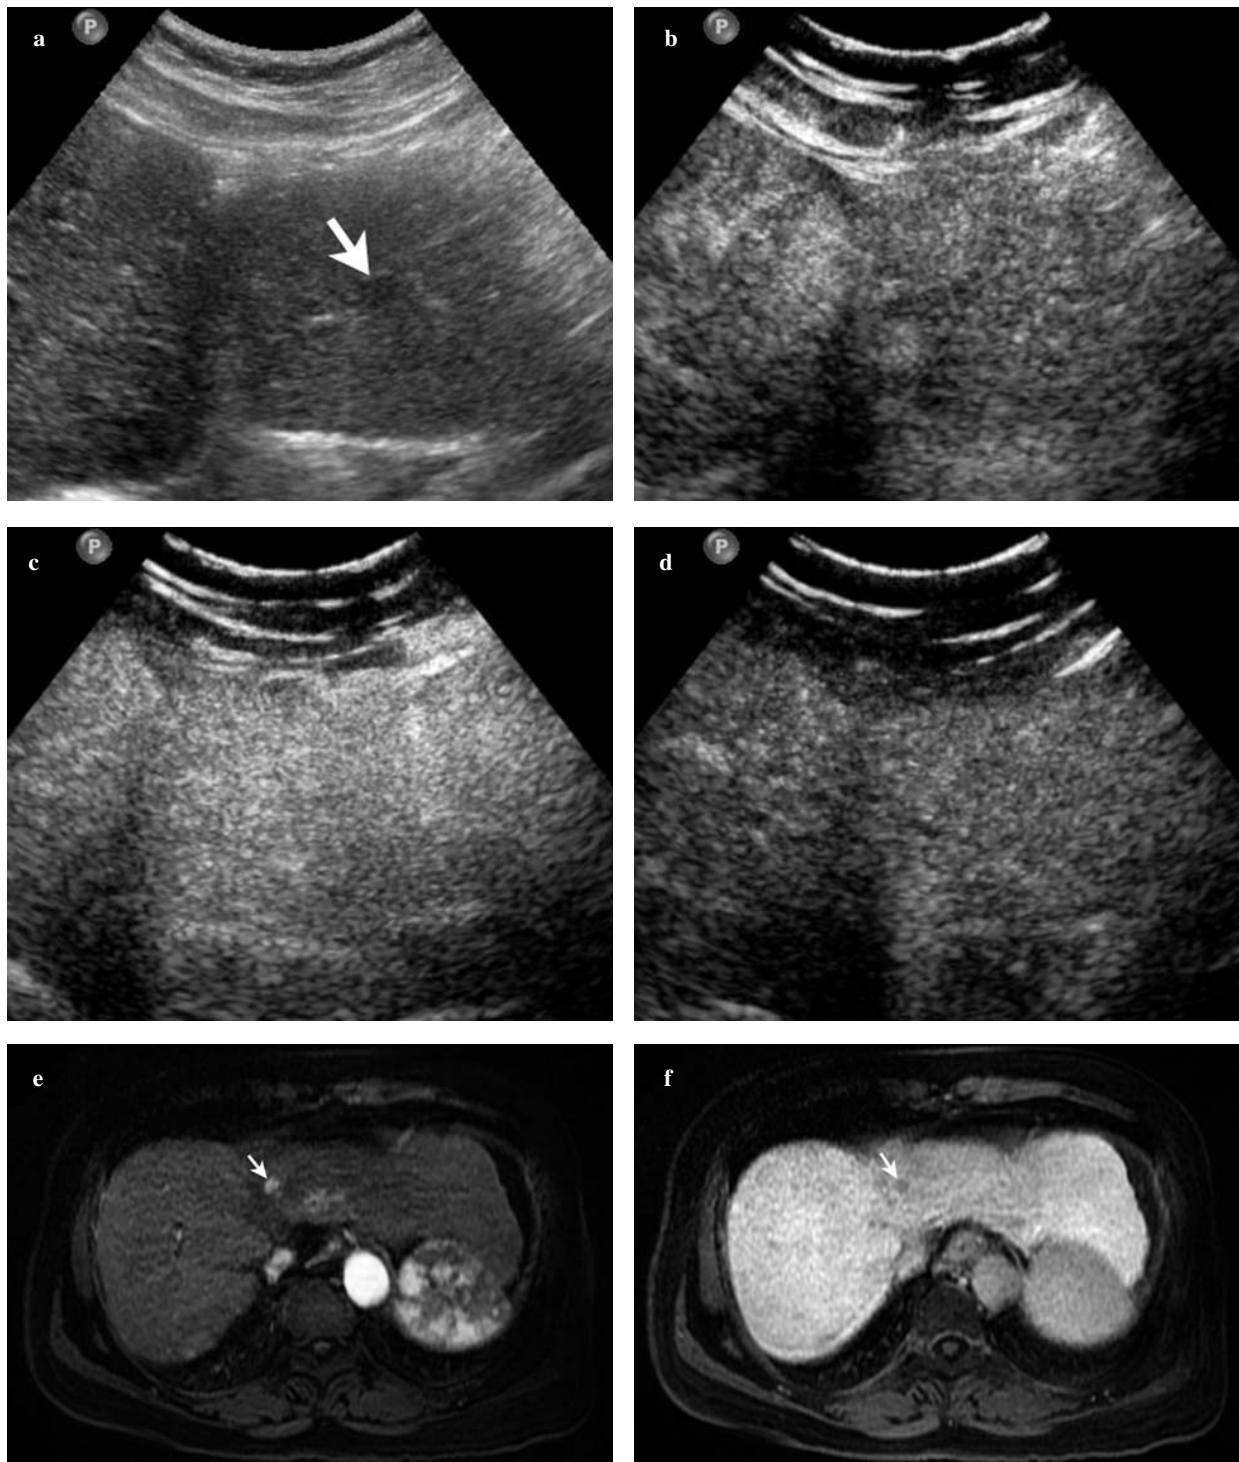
Hepatocellular carcinoma (HCC) in a 65-year-old woman. a Baseline US reveals a moderately hypoechoic 0.8-cm lesion located in segment IV (arrow). b-d At CEUS, the lesion is isoechoic with respect to the surrounding liver parenchyma throughout the vascular study. e,f At contrast-enhanced MRI, it appears strongly hypervascular during the arterial phase and hypointense in the late phase (arrows).
